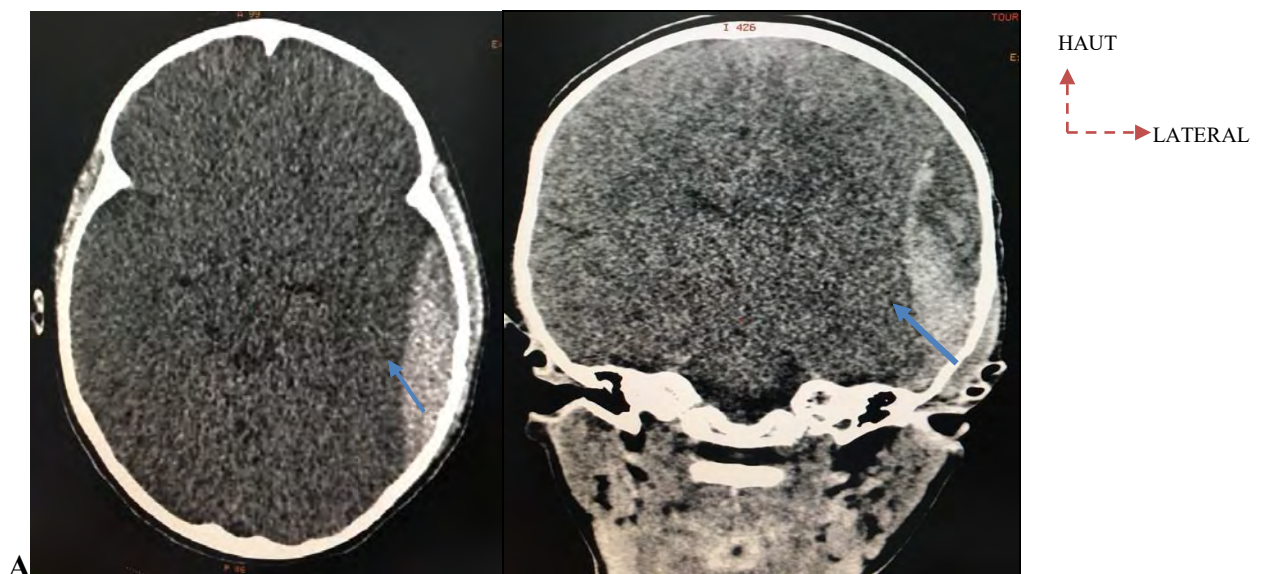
TDM cérébral en coupe axiale (A) et coronale (B) en fenêtre parenchymateuse mettant en évidence un hématome extradural temporal gauche chez un patient de 3 ans reçu pour traumatisme cranio encéphalique.
